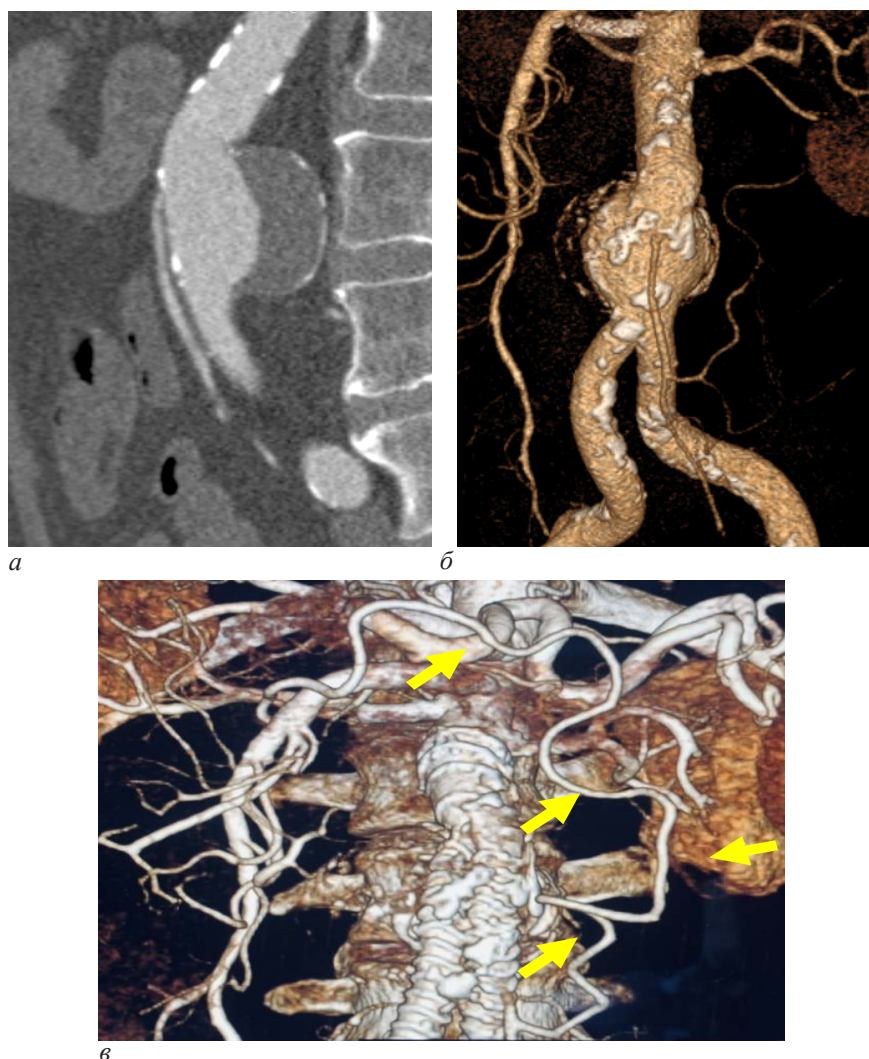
Компьютерные томограммы больного П. 75 лет до (а, б) и через четыре года (в) после эндопротезирования брюшного отдела аорты: а, б – на томограммах до эндопротезирования отчетливо выявляется нижняя брыжеечная артерия (стрелки); в – через четыре года после эндоваскулярного вмешательства определяется расширенный анастомоз между верхней и нижней брыжеечными артериями (артерия Мошковича) (стрелки)
